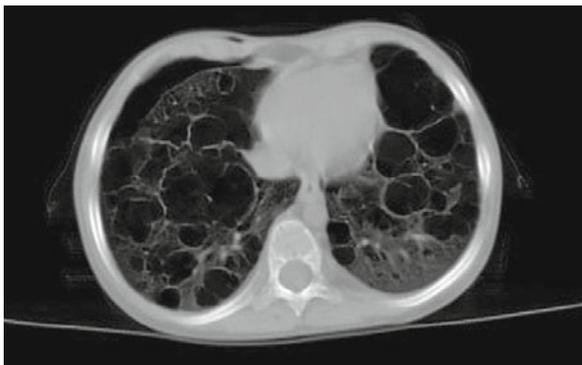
HR-CT eines 4-jährigen Mädchens bei Langerhans-Zell-Histiozytose. Neben den ausgeprägten zystischen Veränderungen des Lungenparenchyms findet sich ein rechtsseitiger Pneumothorax. (Mit frdl. Genehmigung von Prof. H.-J. Brahms, Universitätsklinikum Ulm)
